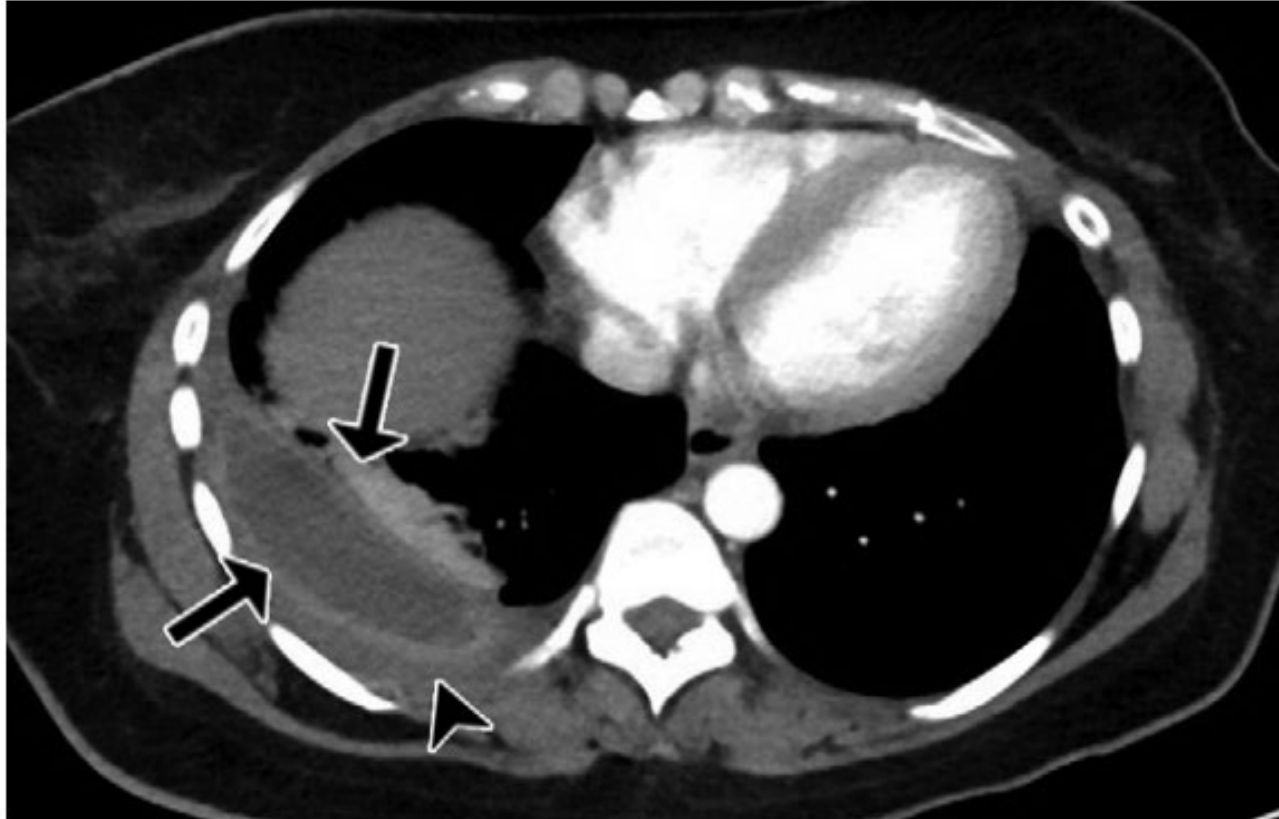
Tuberculous empyema in a 40-year-old woman presenting with weight loss, malaise, and chills. Axial contrast-enhanced chest CT image shows a loculated right-sided pleural effusion with thickened, enhancing pleura (arrows) as well as infiltration of the extrapleural fat (arrowhead).
